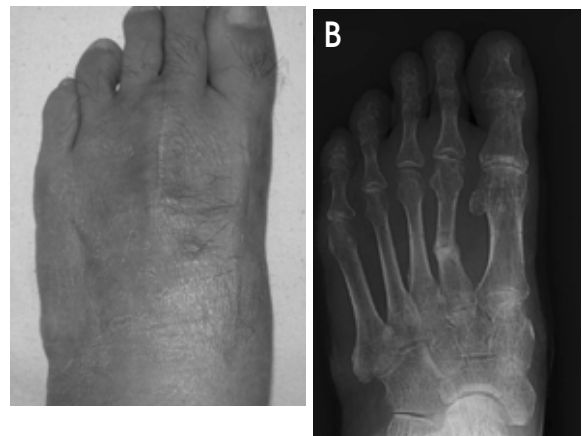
Second postoperative 3 months radiograph and photograph. (A) Closeup photograph of left foot shows the second toe is straight. (B) the radiograph shows the metatarsophalangeal joint is still congruous and united at the osteotomy site.
